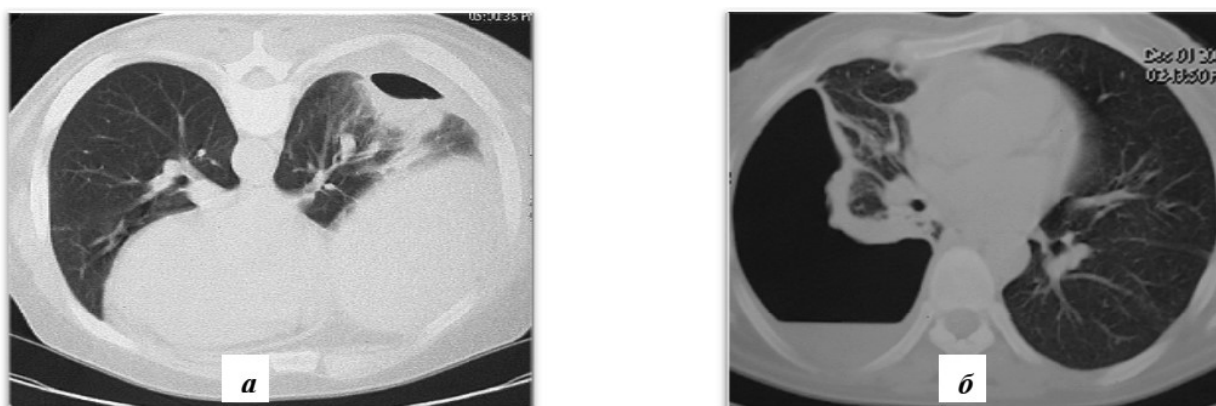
Рентгенологічна діагностика туберкульозної емпієми плеври на комп'ютерній томографії ОГК: а – лівобічна емпієма без бронхіальної нориці; б – правобічна емпієма з бронхоплевральною норицею.
